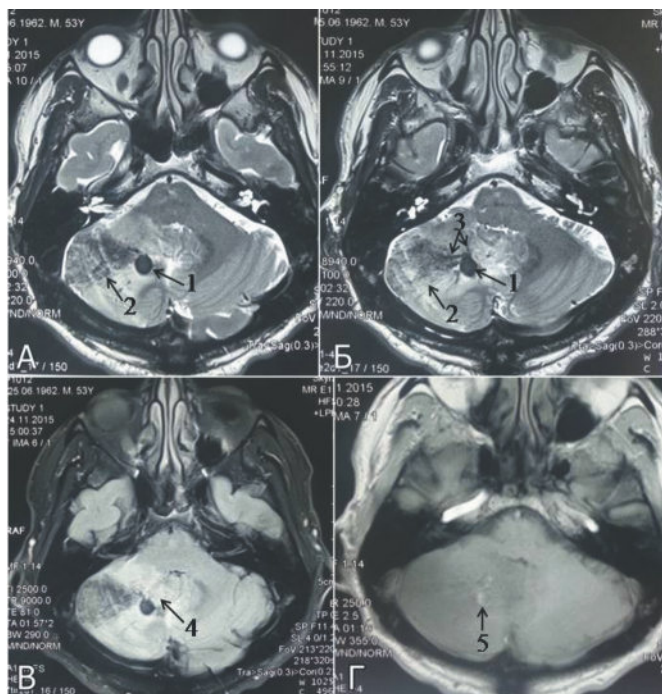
Предоперационное МРТ-исследование головного мозга. А, Б. Сканирование в аксиальной плоскости в режиме T2: 1 — феномен «flowvoids» — срез просвета сборной (коллекторной) вены с сохраненным кровотоком; 2 — участок геморрагического пропитывания вещества мозжечка, имеющий треугольную форму, который обращен вершиной к сборной вене; 3 — «голова Медузы» венозной ангиомы — место впадения вен ангиомы в сборную (коллекторную) вену. В. Сканирование в аксиальной плоскости в режиме FLAIR. 4 — зона перифокального отека, окружающего ангиому. Г. Сканирование в аксиальной плоскости в режиме T1: 5 — гиперинтенсивные образования (пристеночные тромбы в просвете сборной вены и локальное геморрагическое пропитывание).
